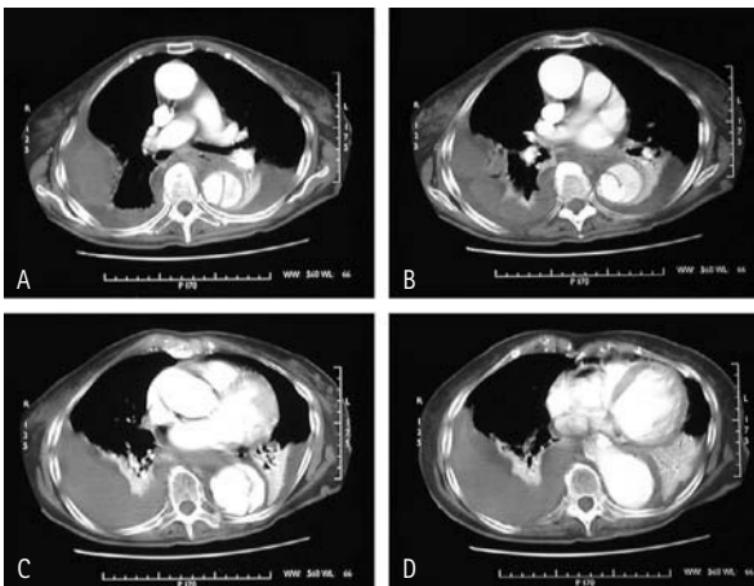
TC de tórax com cortes transversais mostrando a presença de dupla luz, com áreas de efusão torácica predominantemente à direita, correspondendo a provável hematose. Na figura D, a aorta descendente apresenta área de deflexão da aorta, que representa tortuosidade ou provavelmente o ponto de rotura com consequente hemotórax.
